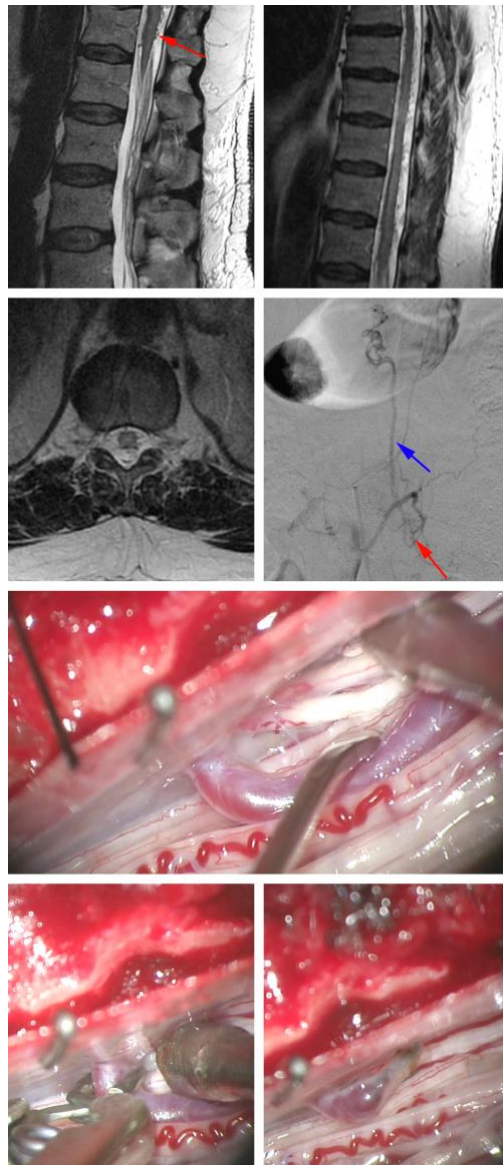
图中磁共振所示图片来自一名表现为一过性下肢轻瘫症状的52岁男性。首次MRI检查除马尾部位血管扩张外未发现其它明显异常（左侧最上图，箭头）。胸部磁共振显示出硬膜内脊髓背侧血管增多（右上图）。脊髓血管造影显示L1脊膜动静脉瘘并脊髓背侧扩张的动脉化静脉（第二排；红色箭头指示瘘口，蓝色箭头指示脊髓背侧动脉化的静脉）。术中探查发现瘘口引流静脉位于脊髓背侧L1神经根入口处（第三排；神经根入口处位于吸引头尖端）。术中先行临时阻断夹阻断瘘口，双极电凝处理瘘口处引流静脉，断开动静脉间异常交通（底图），然后去除临时阻断夹，硬膜水密缝合。
